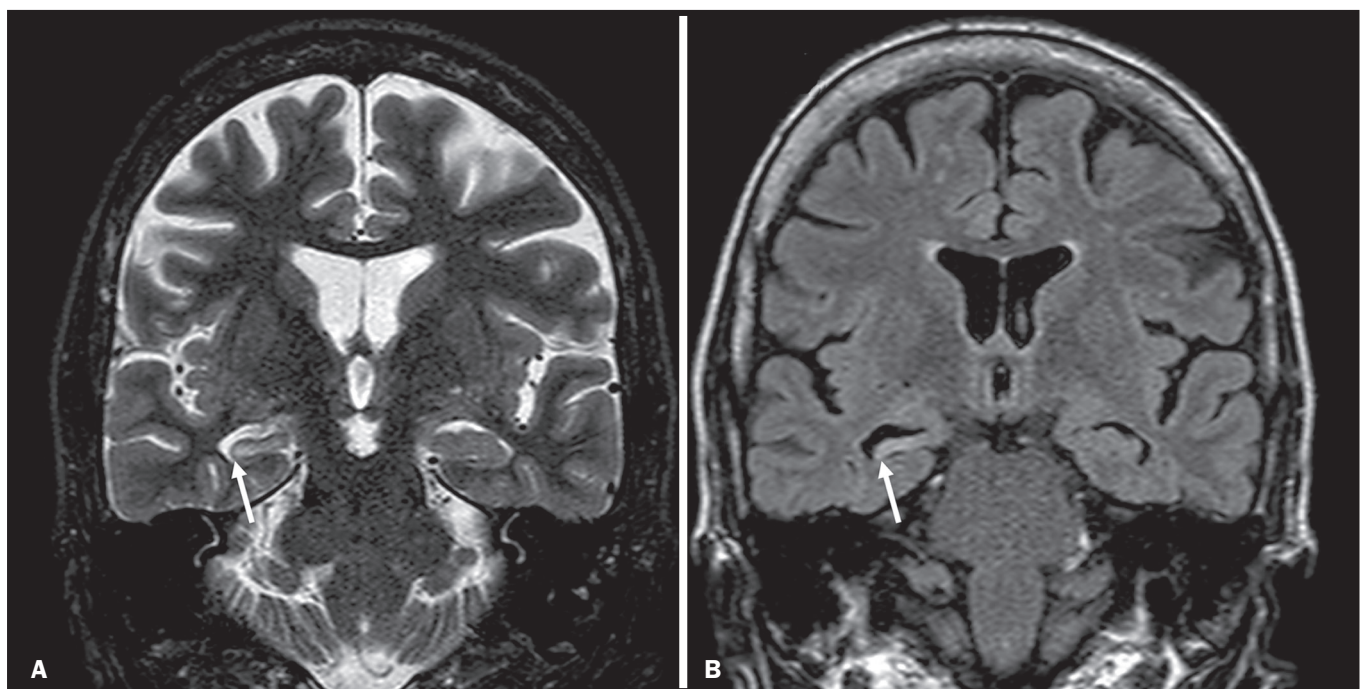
Esclerose mesial temporal. Sequências coronal T2 (A) e coronal FLAIR (B) demonstrando hipersinal, atrofia e perda das digitações do hipocampo direito.
